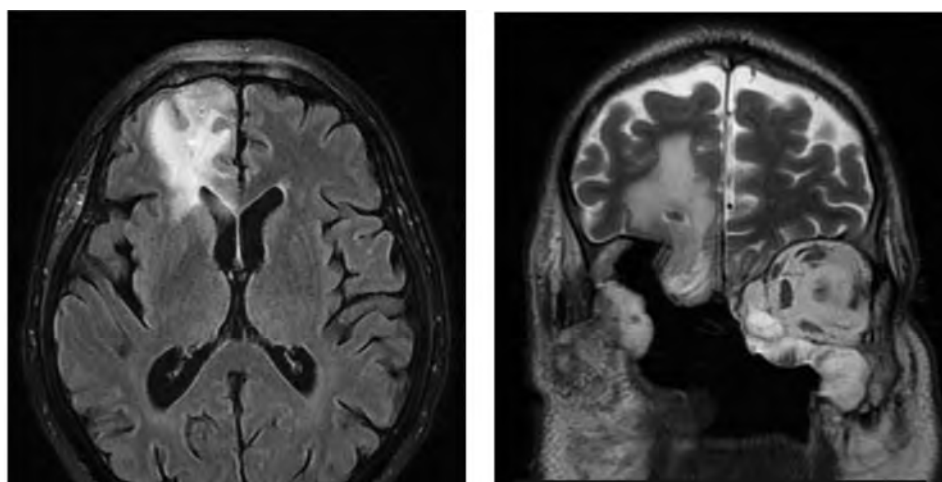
МРТ головного мозга. Поражение лобных долей головного мозга, наиболее выражено справа (после проведения оперативного лечения мукормикоза — гайморотомия, резекция верхней челюсти и энуклеация глазного яблока справа)
